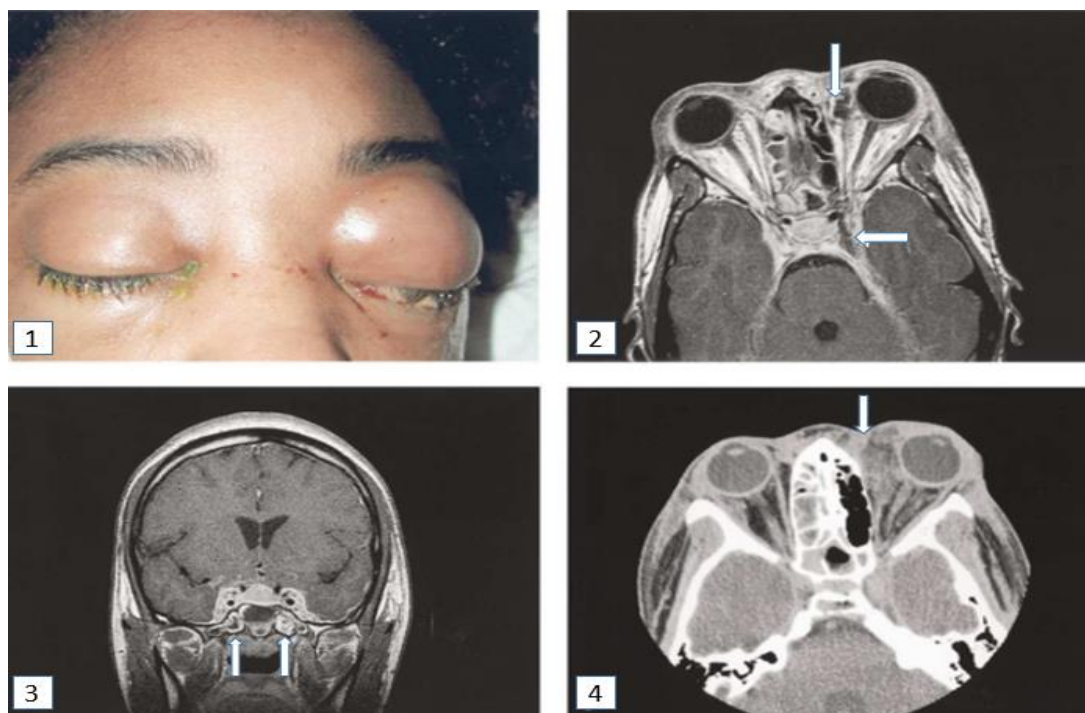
Двусторонний тромбоз кавернозного синуса, интраорбитальный абсцесс (1- внешний вид пациента; 2, 3 – данные МРТ; 4 – данные КТ)
